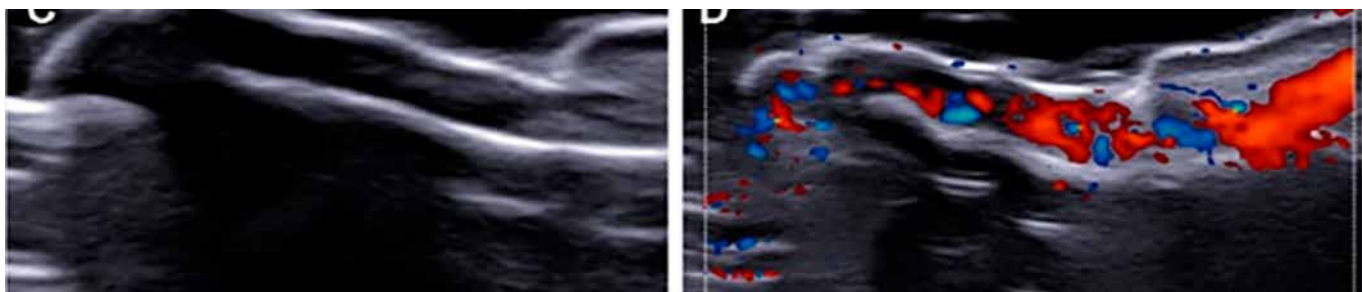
Unha sem e com aumento do sinal ao Doppler em leito e matriz. RUSCITTI (2022)
